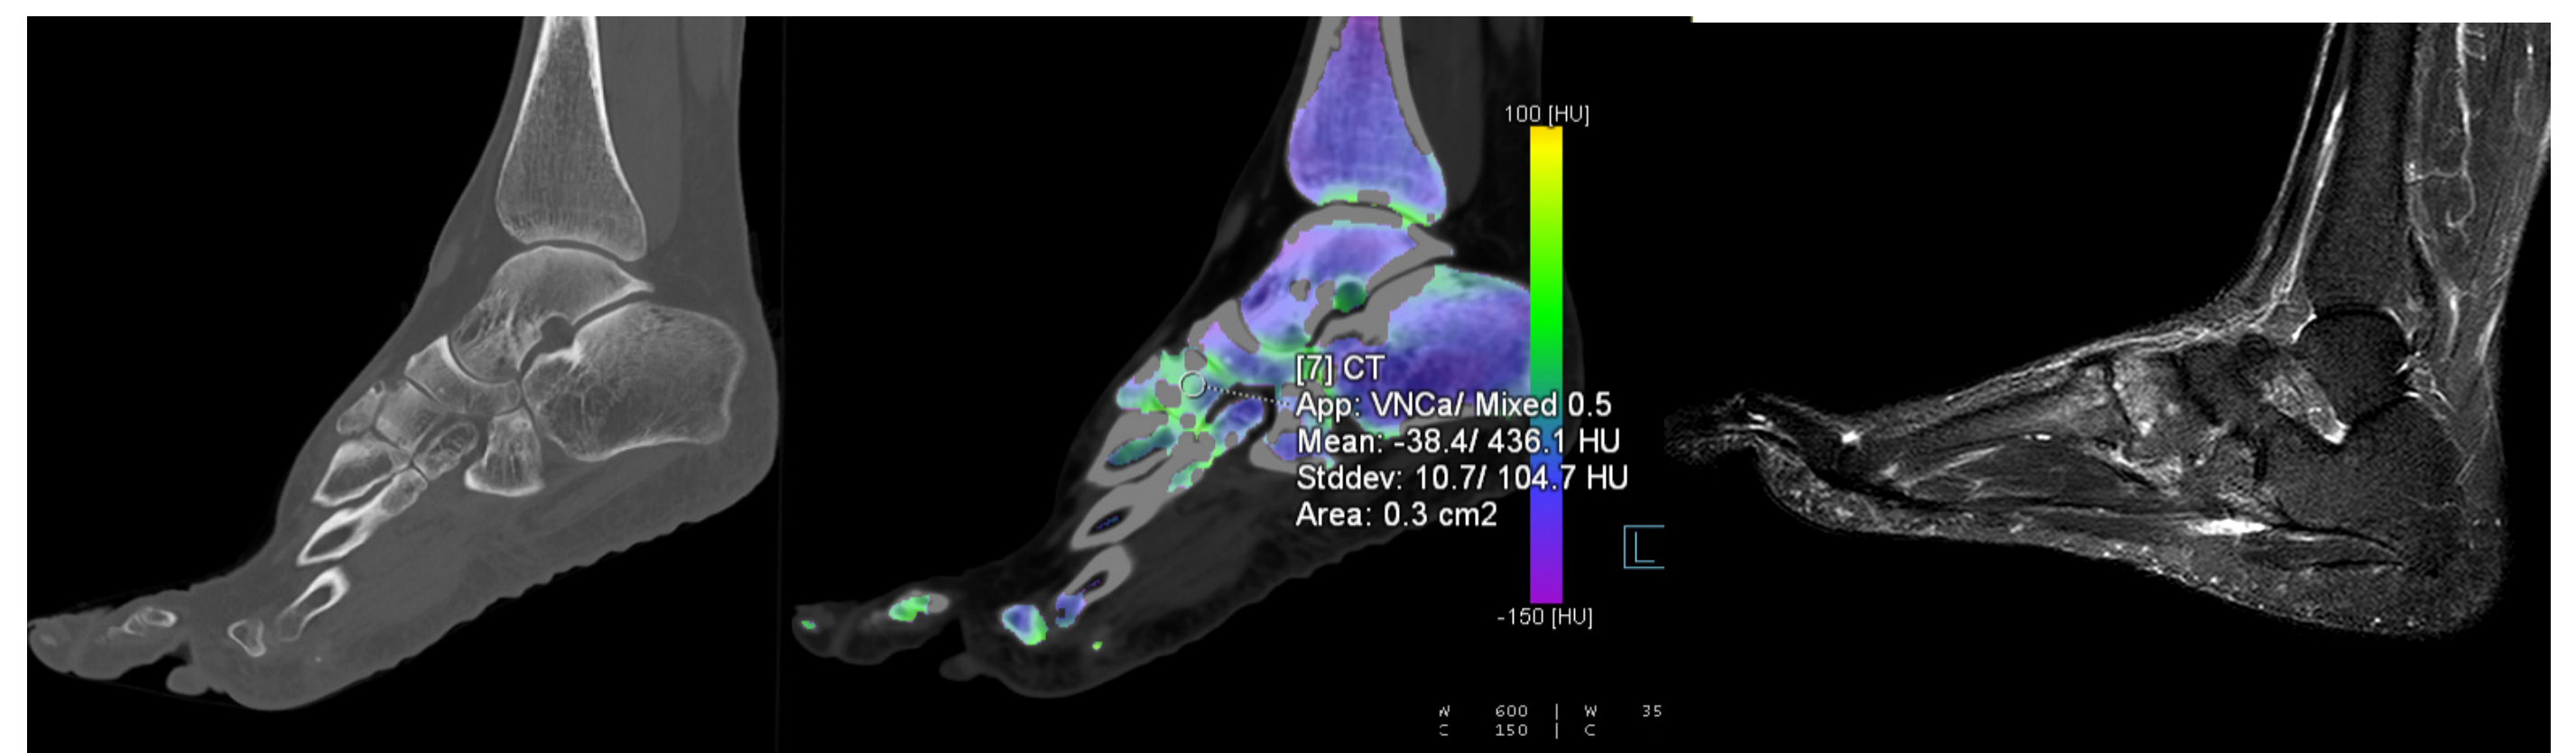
La ricostruzione MPR sul piano sagittale della caviglia destra in paziente con artrite reumatoide evidenzia piccole erosioni a livello delle ossa tarsali (a). La tecnica "virtual non-calcium-subtraction" mostra in tali sedi edema intraspongioso, rappresentato in verde alla codifica di colore (b). La sequenza STIR in RM conferma la presenza di edema osseo a livello delle ossa tarsali (c).
